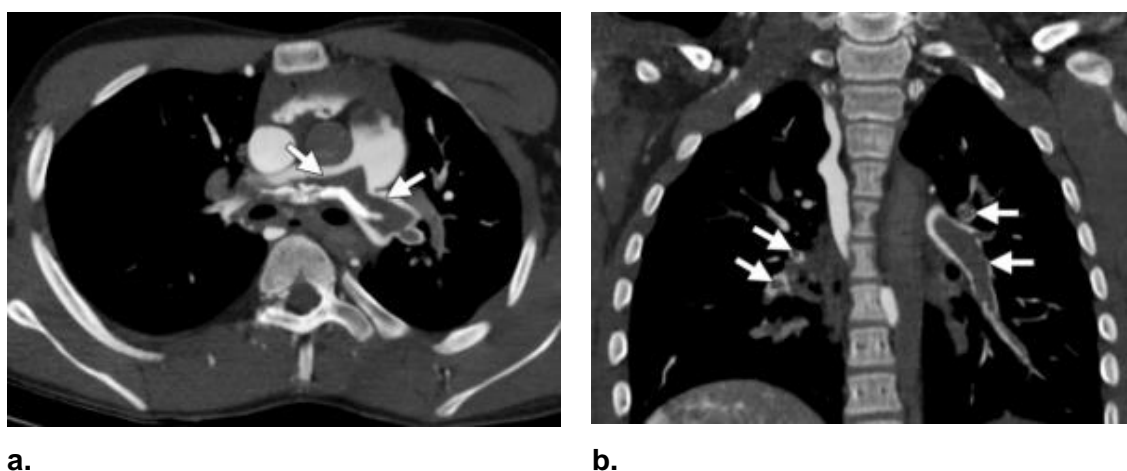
AngioTC-PM de embolia pulmonar. Imagens de TC-PM axial (a) e coronal (b) obtidas com reconstrução multiplanar após a injeção venosa de um meio de contraste mostram uma enorme embolia pulmonar central e periférica (setas). A realização de uma biópsia ajuda a confirmar o diagnóstico radiológico de embolia pulmonar e a excluir coagulação *post-mortem*
